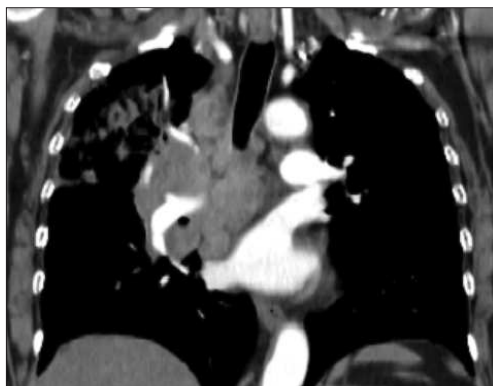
Reconstrucție HRCT în plan coronal. Adenopatii hilare și mediastinale la o pacientă de 59 ani cu sarcoidoză. De remarcat că datorită adenopatiilor semnificative apare atelectazia parțială de lob superior drept.
